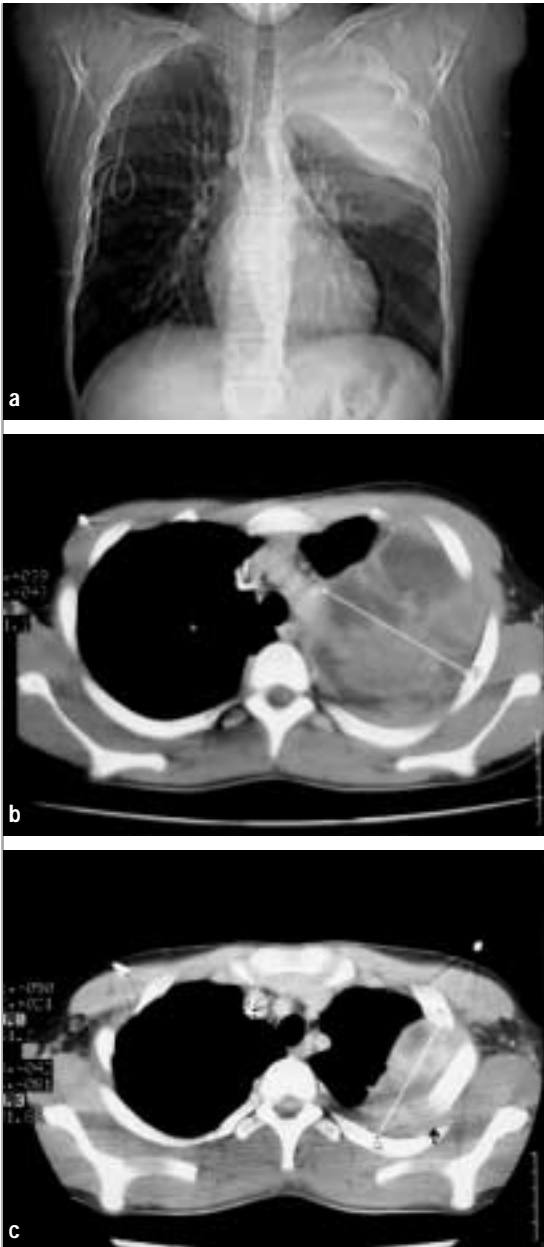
Sarcoma della parete toracica. (a) Alla radiografia standard si nota l'opacimento dell'emitorace superiore sinistro; (b) la TC precisa l'estensione della massa che pur originando dalla parete si estende nella cavità toracica; (c) la TC postchemioterapia neoadiuvante dimostra la riduzione delle dimensioni del tumore.
